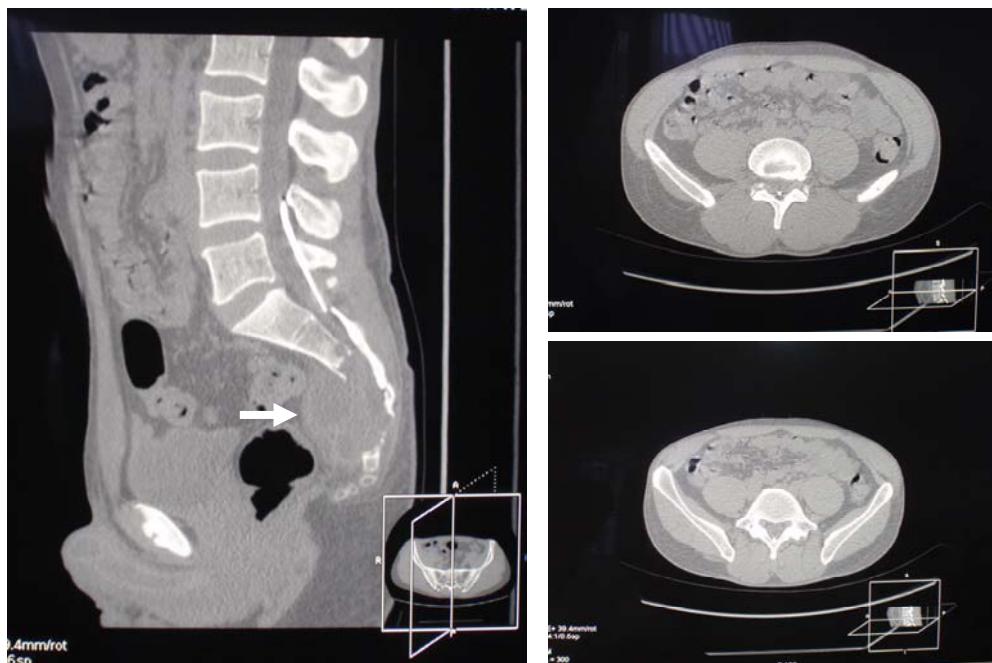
Томограмма пояснично-крестцового отдела позвоночника больного В. Инородное тело локализуется в спинномозговом канале на уровне L_4 , L_5 и S_1 позвонков. Стрелкой отмечены опухолевидное образование и зона разрушения крестца
